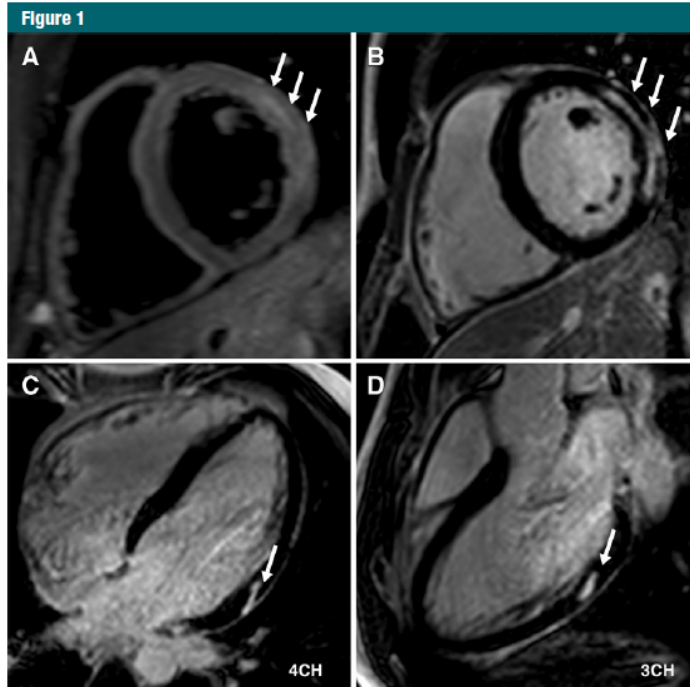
Representative MR images of active inflammation and scarring in a 27-year-old man with cardiac involvement of systemic sarcoidosis. T2 signal intensity (arrows) in lateral segments in short-axis geometry (A) corresponding to nonischemic intramyocardial LGE (B–D). B, Short-axis geometry and cross-cuts in, C, four-chamber and, D, three-chamber views.
